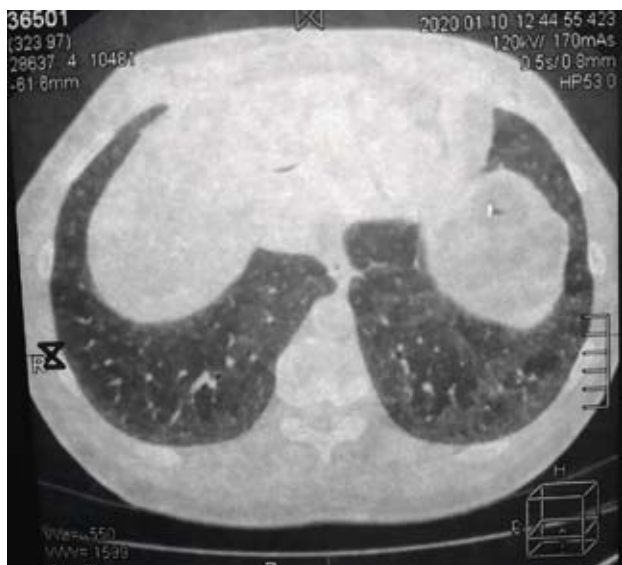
Компьютерная томография ОГК, январь 2020 г.
